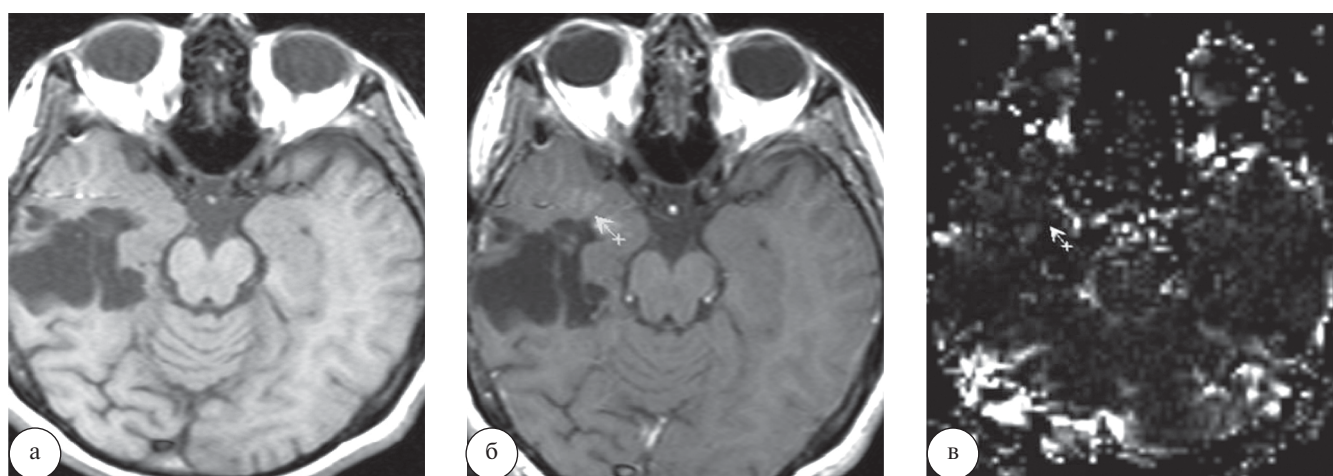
Больная К., 31 год, состояние после комбинированного лечения анапластической астроцитомы (Grade III), лучевой некроз: а – пре-контрастные T1-ВИ, зона лучевого некроза; б – постконтрастные T1-ВИ, зона накопления контрастного вещества по периферии участка некроза в виде повышенного сигнала (стрелка); в – МР-перфузия, rCBV карта.
